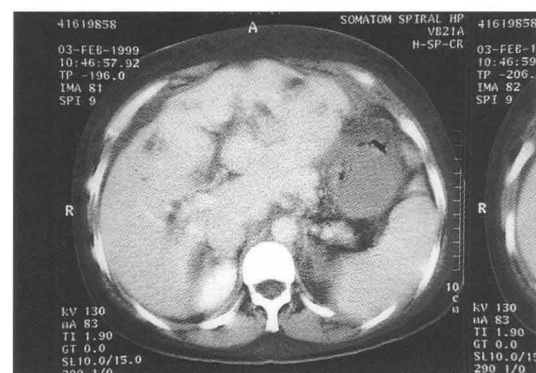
Caso uno. En la TAC se observan lesiones quísticas de diferente tamaño, las cuales predominan en el lóbulo izquierdo.
